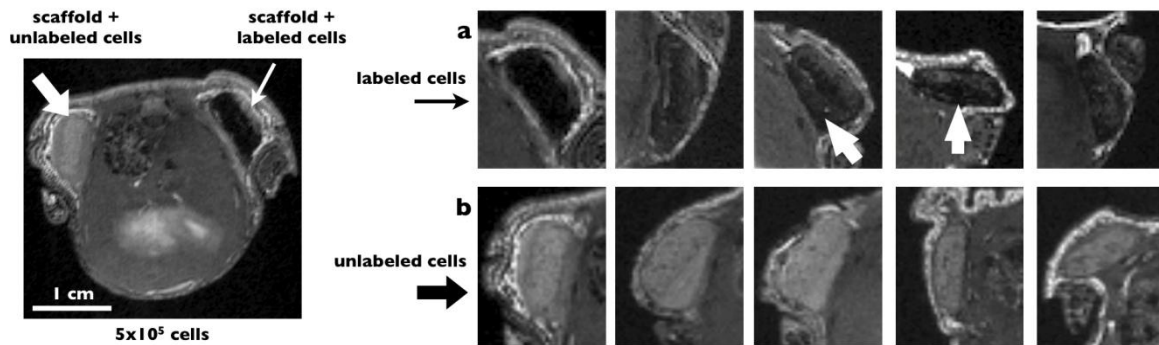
In vivo* MR imaging of scaffolds loaded with 5×10^5 labelled (a) or unlabelled hADSCs (b) per 20 mm^3 disk at different times (days 1, 7, 14, 21 and 28) after implantation. On the left, macroscopic MR images obtained at day 1 showing both scaffold loaded with labelled and unlabelled cells seeded with 5×10^5 . The arrows indicate the position of the scaffold with labelled (small arrow on the right) and unlabelled cells (large arrow on the right). Images were obtained at 4.7 T with a T2*-gradient echo sequence.
